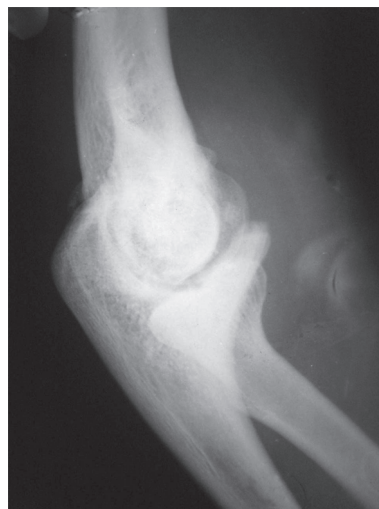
Рентгенограмма правого локтевого сустава больного С., 16 лет, спустя 2 года после травмы; венечный отросток локтевой кости деформирован и удлиннен
